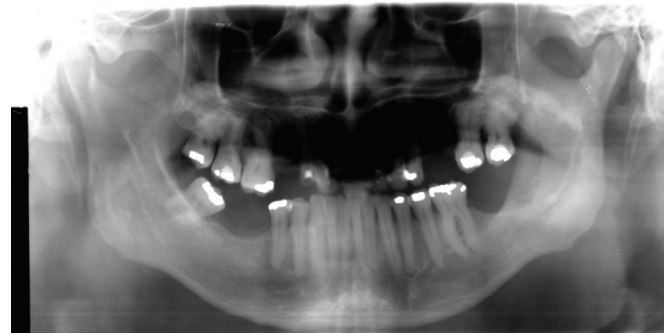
Radiografia panorâmica no controle pós-operatório de 14 meses.
